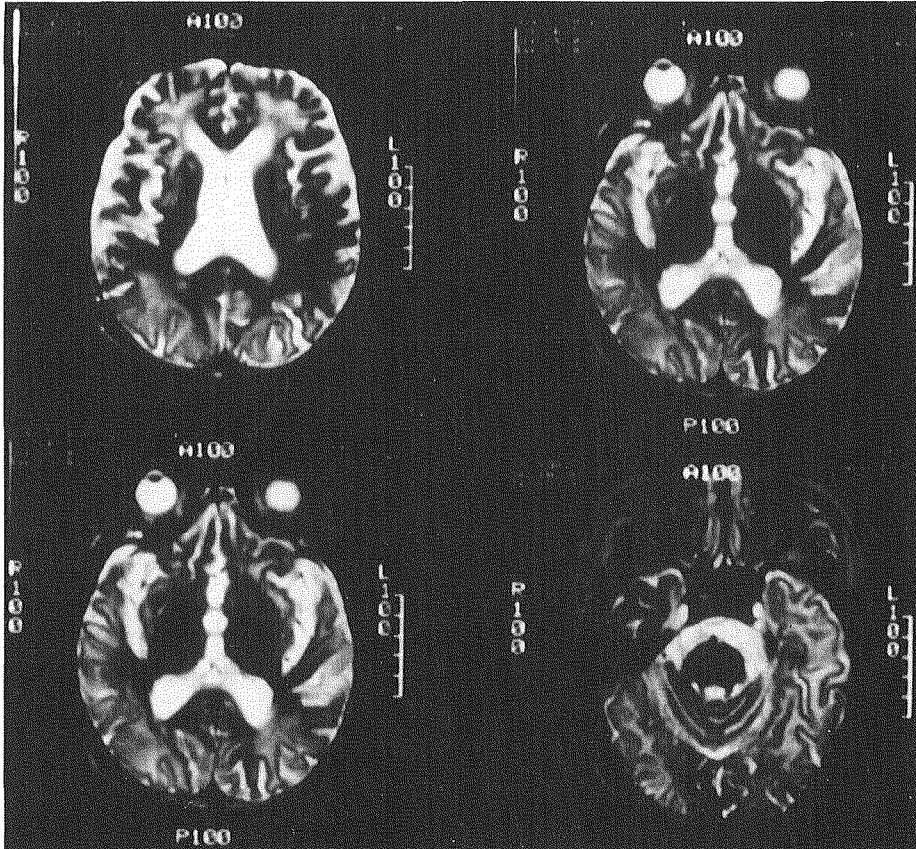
Intravascular lymphomatosisを疑われている65歳男性例のMRI・T₂強調画像
